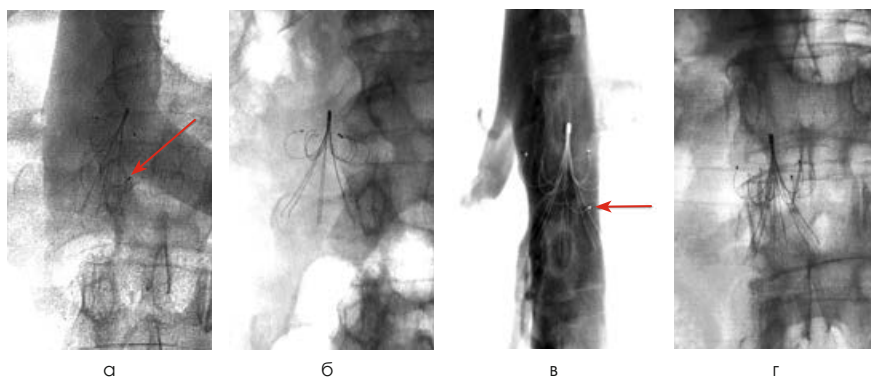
Самопроизвольная коррекция положения кавафилтра «Корона» в отдаленном периоде: а) положение кавафилтра «Корона» сразу после имплантации — один из центрирующих лучиков зацепился за стенку нижней полой вены (указано стрелкой); наклон кавафилтра 25 градусов относительно оси нижней полой вены; б) рентгенологический контроль через один год — кавафилтр принял адекватное положение; в) один из центрирующих лучиков не принял адекватное положение в связи с щелевидной формой просвета НПВ, зацепившись за переднюю ее стенку (указано стрелкой); г) рентгенологический контроль через два месяца и одну неделю — кавафилтр принял адекватное положение.
